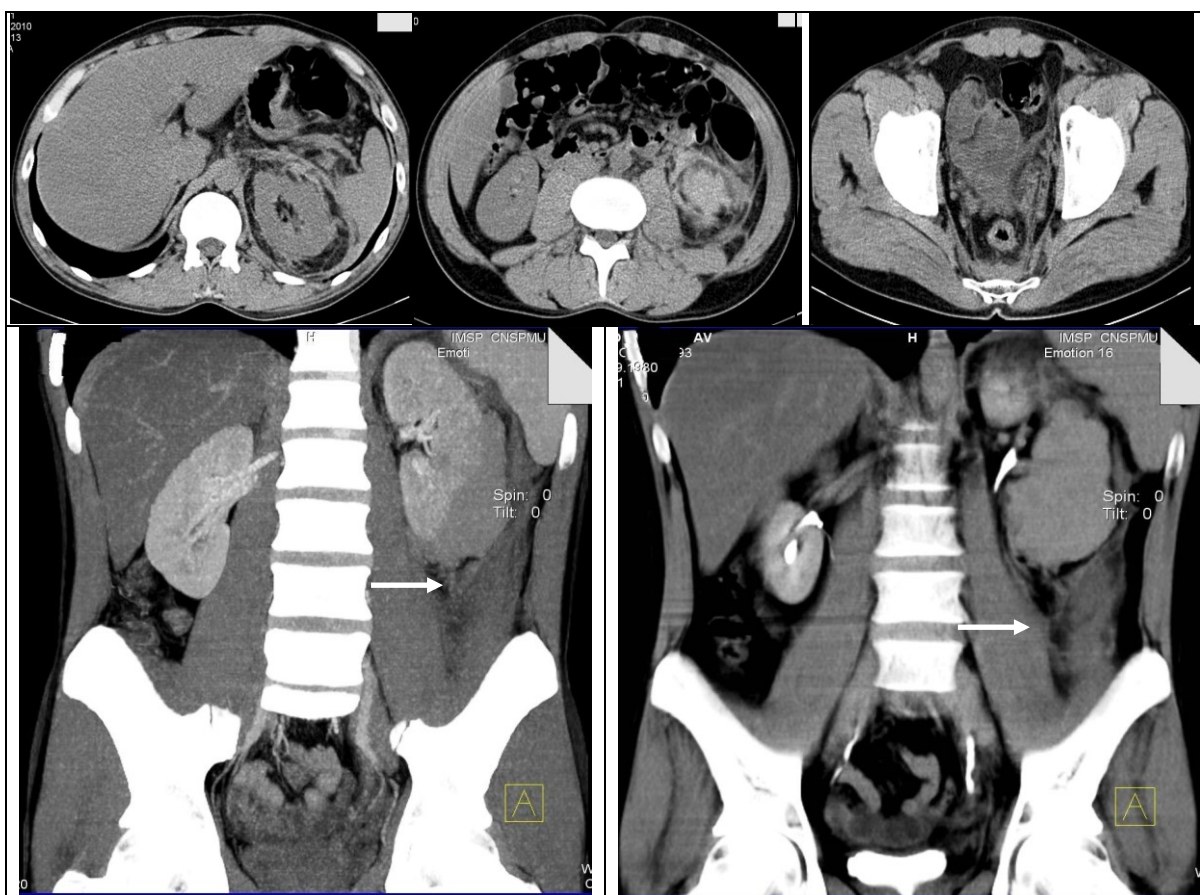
Imaginile TC ale pacientului G. cu lezarea rinichiului stâng, răspândirea HRP.
